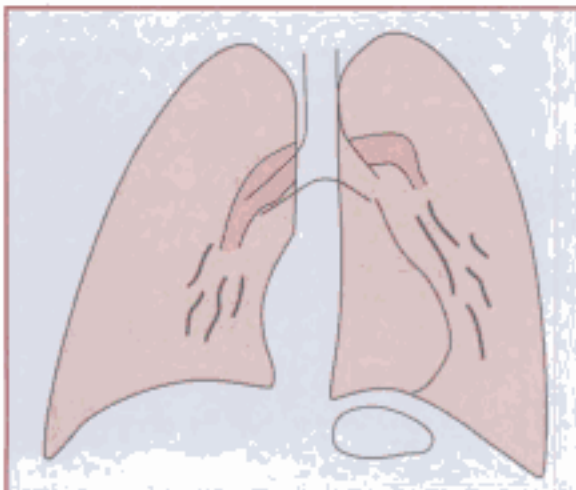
Cette radiographie est réalisée deux jours après. Le malade a reçu le traitement classique (diurétique, dérivés nitrés, oxygène). Il respire normalement et l'auscultation perçoit un murmure vésiculaire sans bruit adventice.
